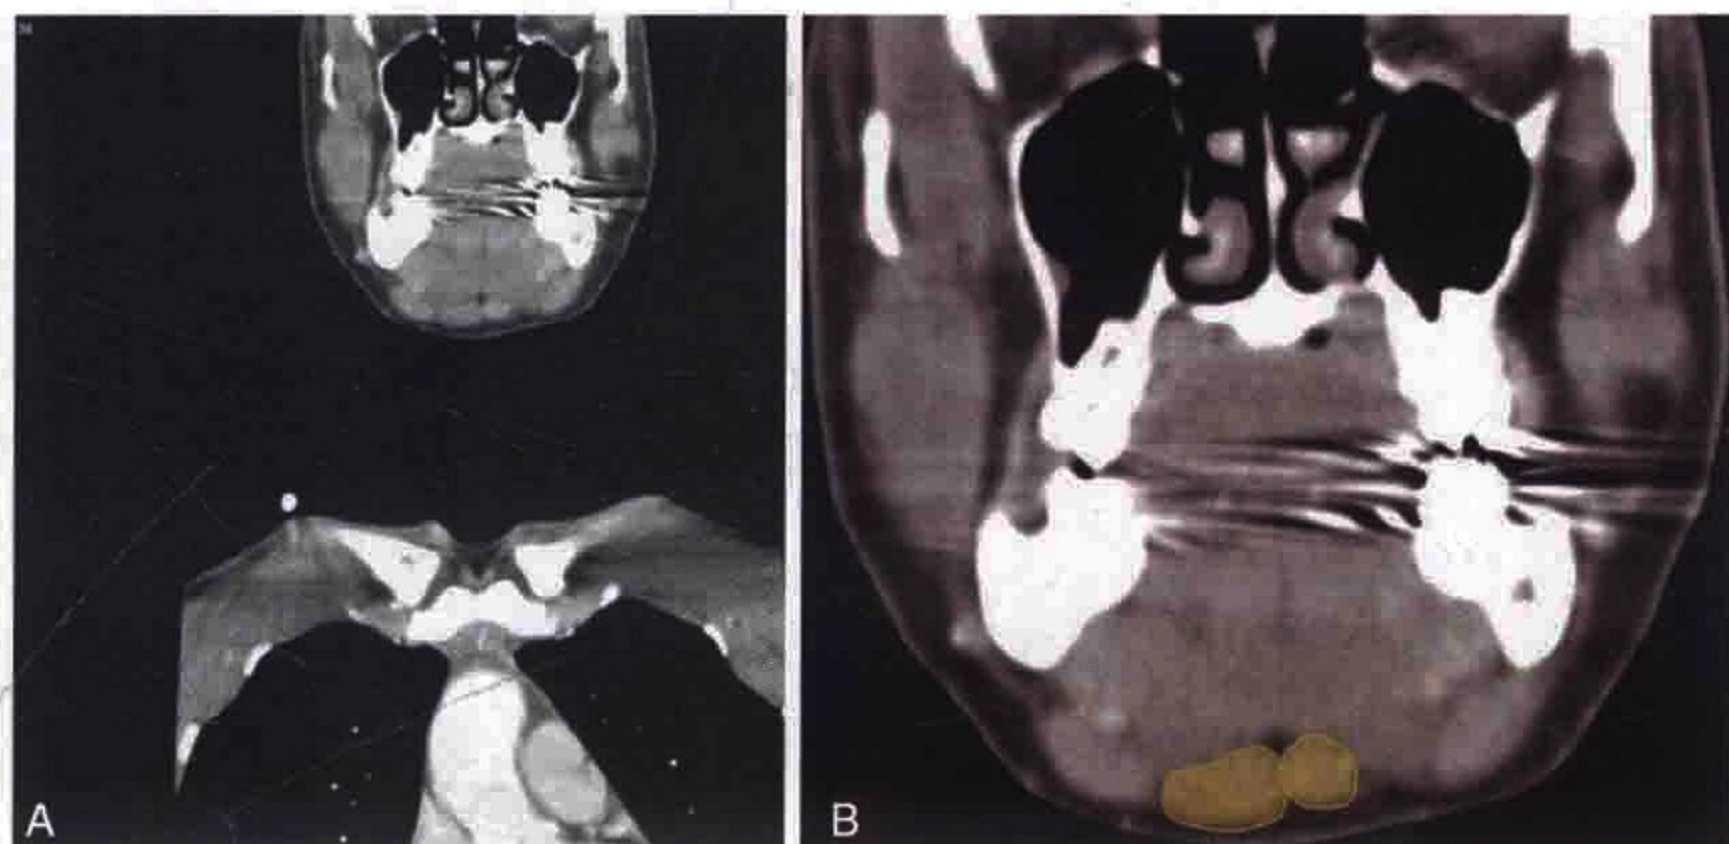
A. 冠状位 CT 增强扫描显示淋巴瘤患者 IB 区（颌下）淋巴结肿大。B. 淋巴结被勾画出来
